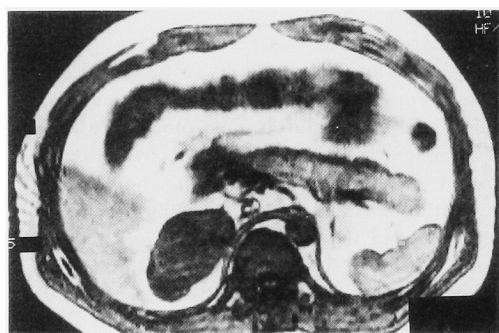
Magnetic resonance image demonstrates hypointensity mass in comparison with liver.
